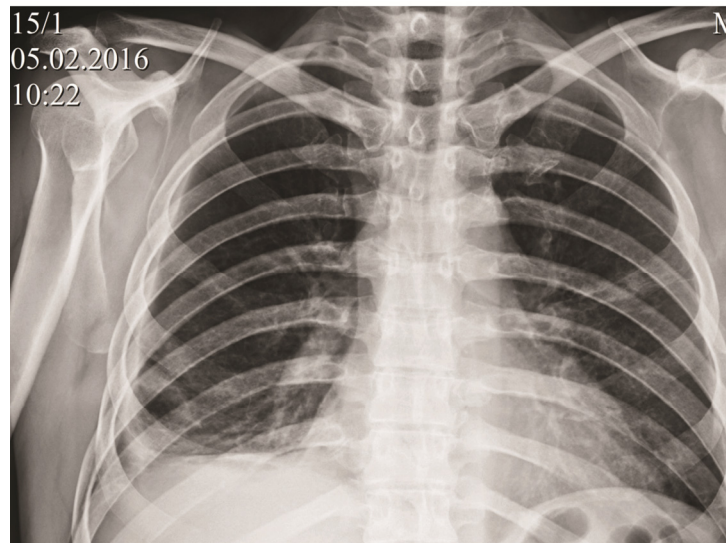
Обзорная рентгенограмма грудной клетки: расширение правого легочного поля и сужение зон пневмофиброза (см. рис. 4)
